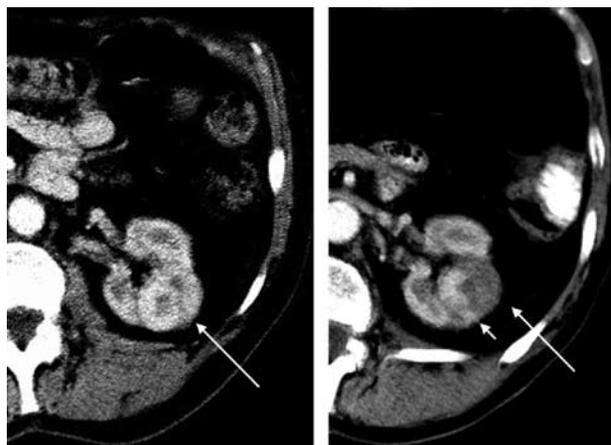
КТ-ангиография левой почки до (слева) и через 1 мес. после (справа) РЧА опухоли. Малая стрелка (правый рисунок) указывает на зону накопления контраста в области резидуальной опухоли. Аvascularная зона соответствует области полного некроза.
